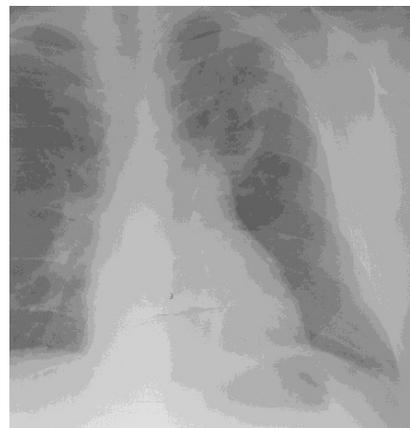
Бронхиальная атрезия, рентгенограмма ОГП.
